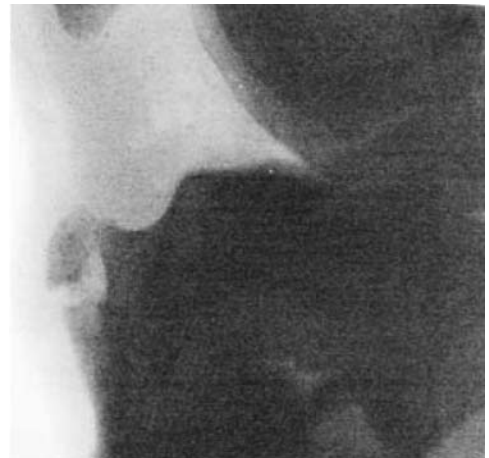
Рентгенограмма коленного сустава больного Т.
